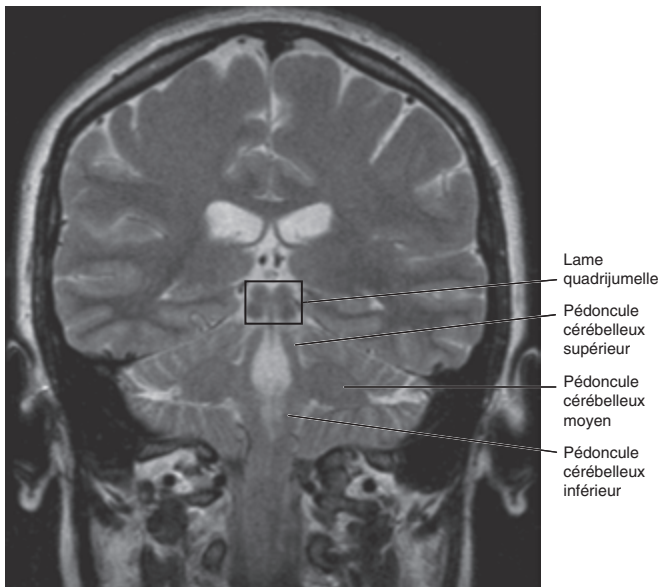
IRM, coupe frontale, pondération T2. Les pédoncules cérébelleux.
